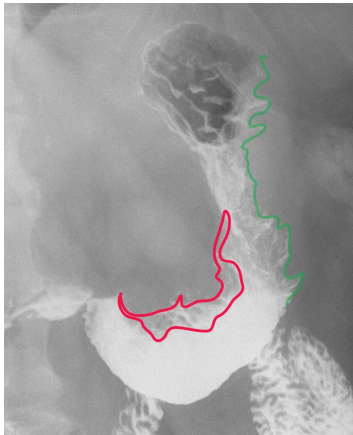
Рентгенография желудка. Кардиоэзофагеальный рак. Определяется циркулярный дефект наполнения в кардиоэзофагеальном переходе, кардиальном отделе желудка. Форма дефекта идентична на обоих снимках: а – прямая проекция в положении стоя, б – прямая проекция в положении стоя, в – прямая проекция в положении стоя, аннотированное изображение, г – прямая проекция в положении стоя, аннотированное изображение [оригинальный рисунок].
